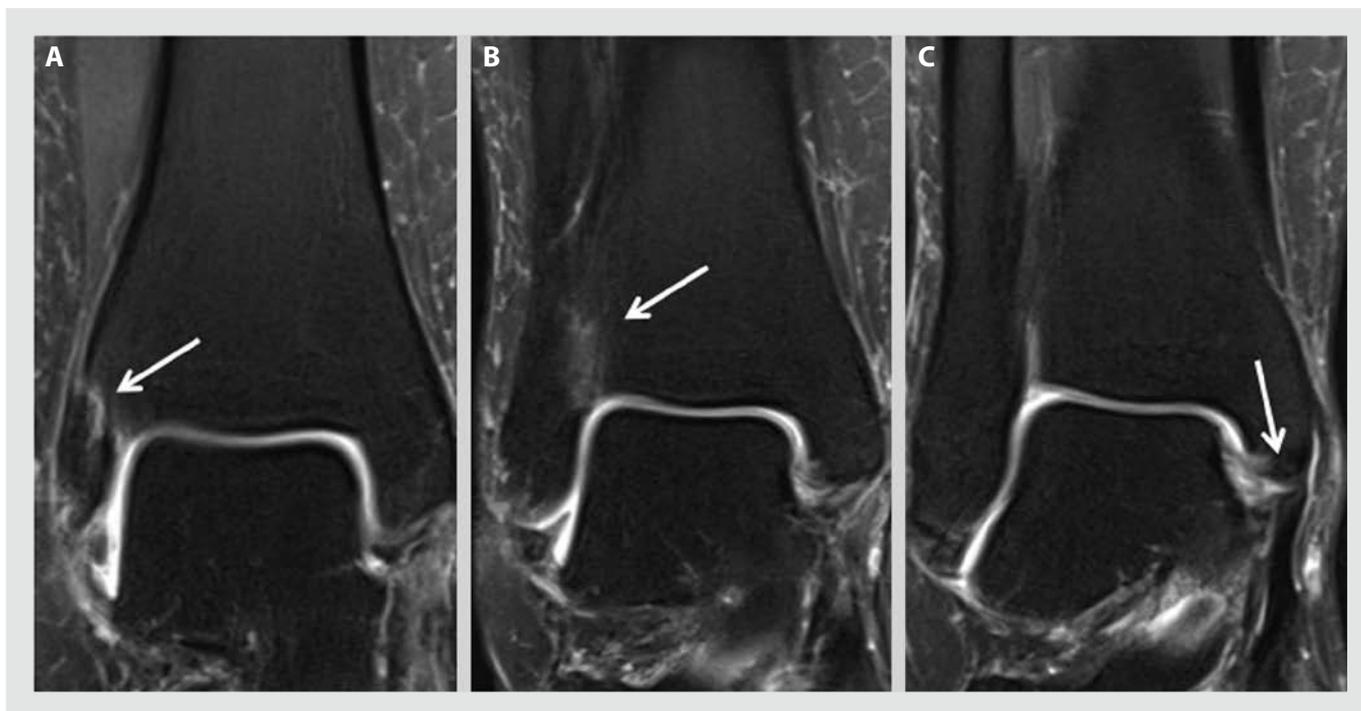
Vista coronal de resonancia magnética que muestra ruptura parcial del ligamento tibioperoneo anterior (A y B, flechas) en un caso con desinserción parcial del ligamento deltoideo (C, flecha).
